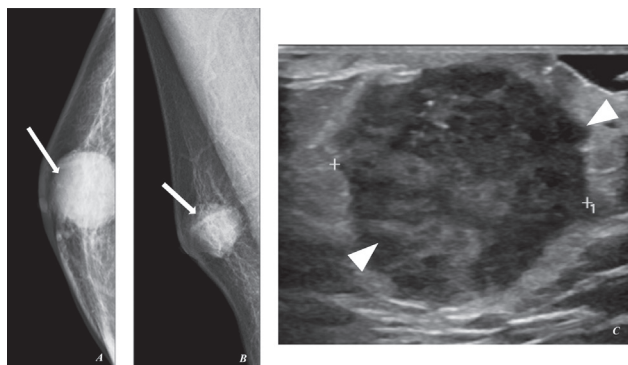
A 44-year-old man with a palpable right breast mass. Mammogram (figure A, B) demonstrated a round-shape high-density subareolar mass with circumscribed margin (arrow). This mass appears as a hypoechoic mass with spiculated margins on ultrasound (figure C, arrowhead). The pathological diagnosis was invasive ductal carcinoma.
